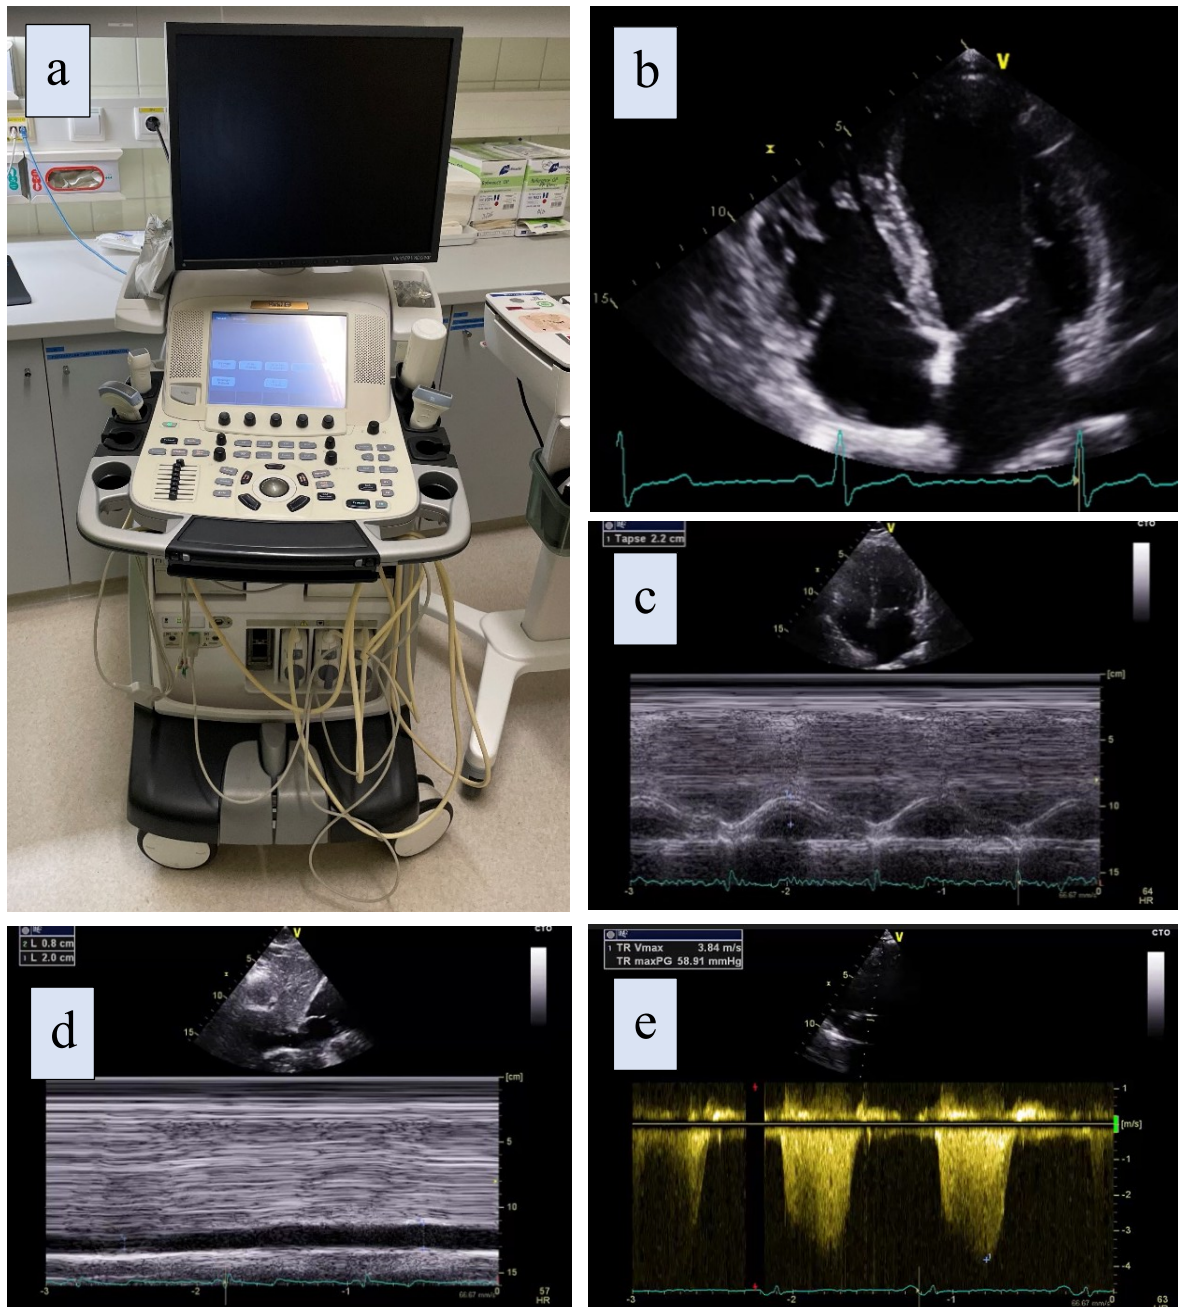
Echokardiographie im Rahmen der PH-Diagnostik
